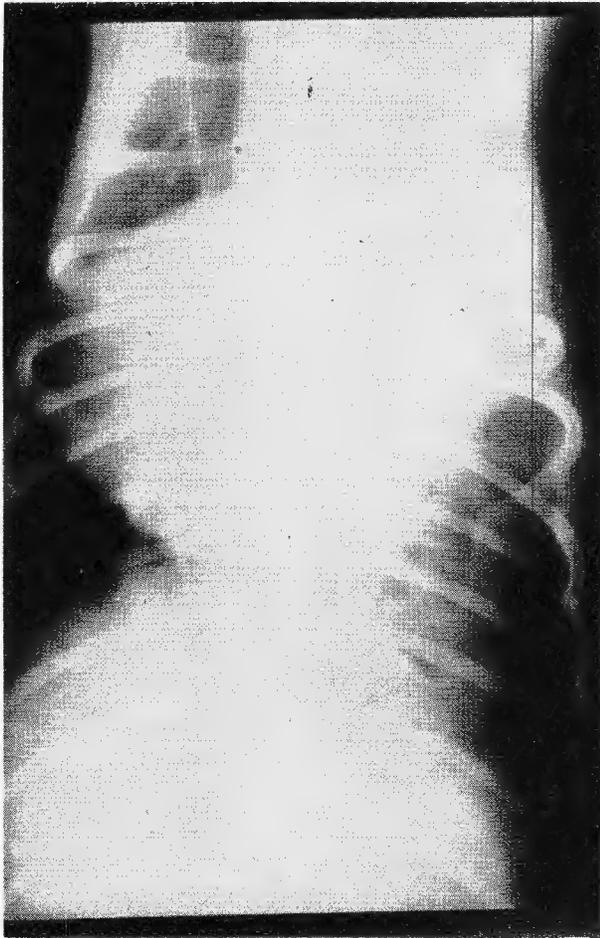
Radiografía de tórax al 20 día de efectuado el trasplante pulmonar. Puede verse atelectasia del lóbulo superior que contrasta con aereación satisfactoria de la mitad inferior del pulmón izquierdo.
